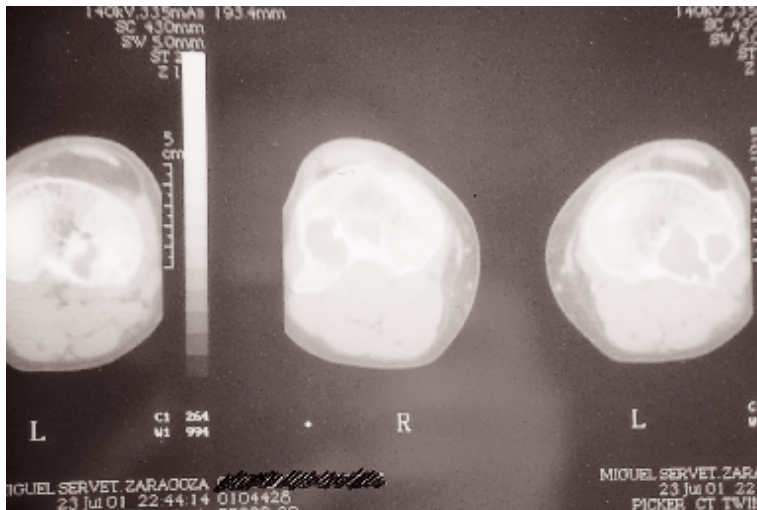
TAC de ambas rodillas a nivel de tibia proximal en la que se aprecia el aspecto multilocuado de la lesión y la rotura de la cortical posterior sin extensión a partes blandas.
